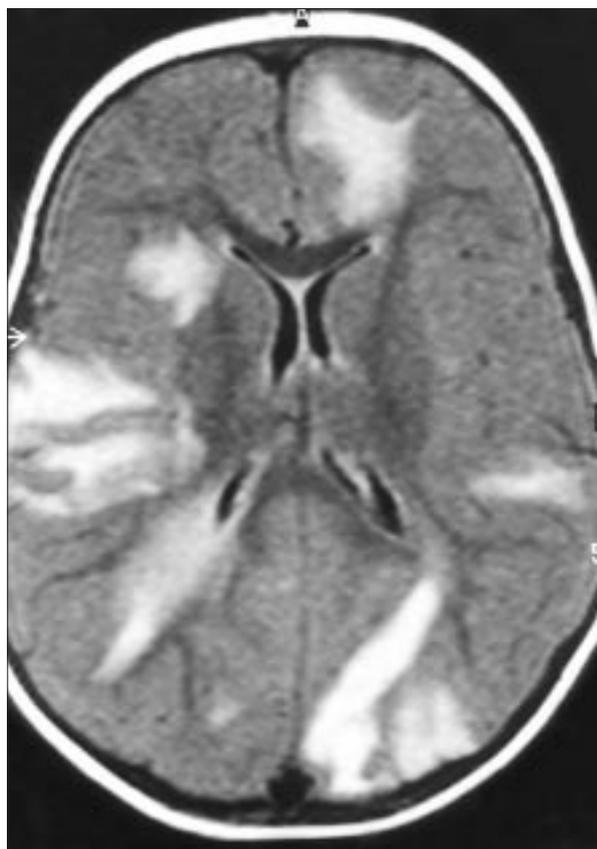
RM. Densidad protónica con lesión hiperintensa en sustancia blanca del lóbulo frontal izquierdo, lóbulos occipitales, ganglios de la base derechos y sustancia gris de lóbulos parietal derecho y occipital izquierdo.
